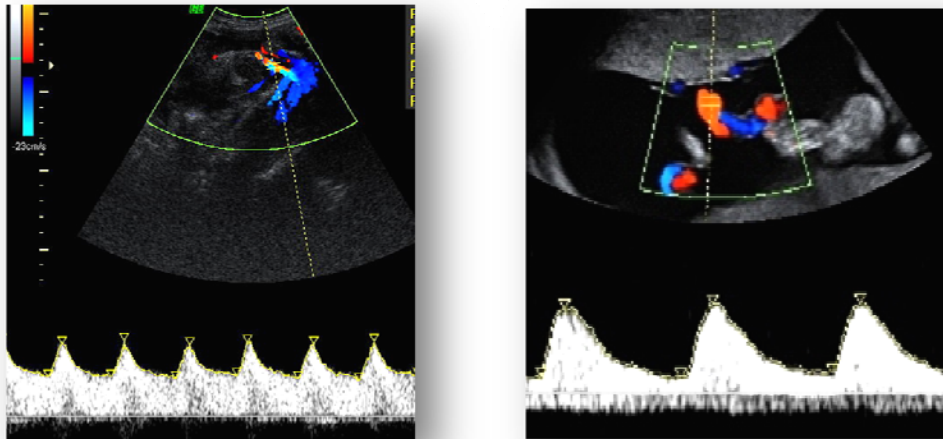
Sonograma ilustrativo das artérias: uterina e umbilical
